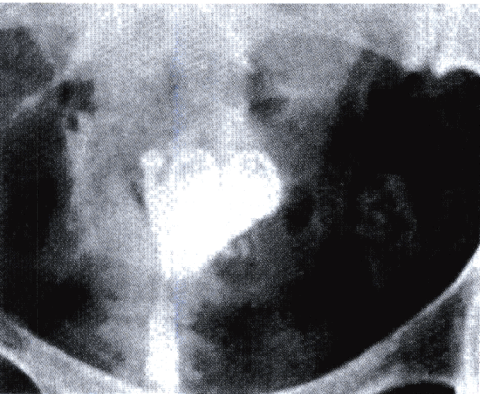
子宫X线照片提示Lippes节育环穿入子宫肌壁。
